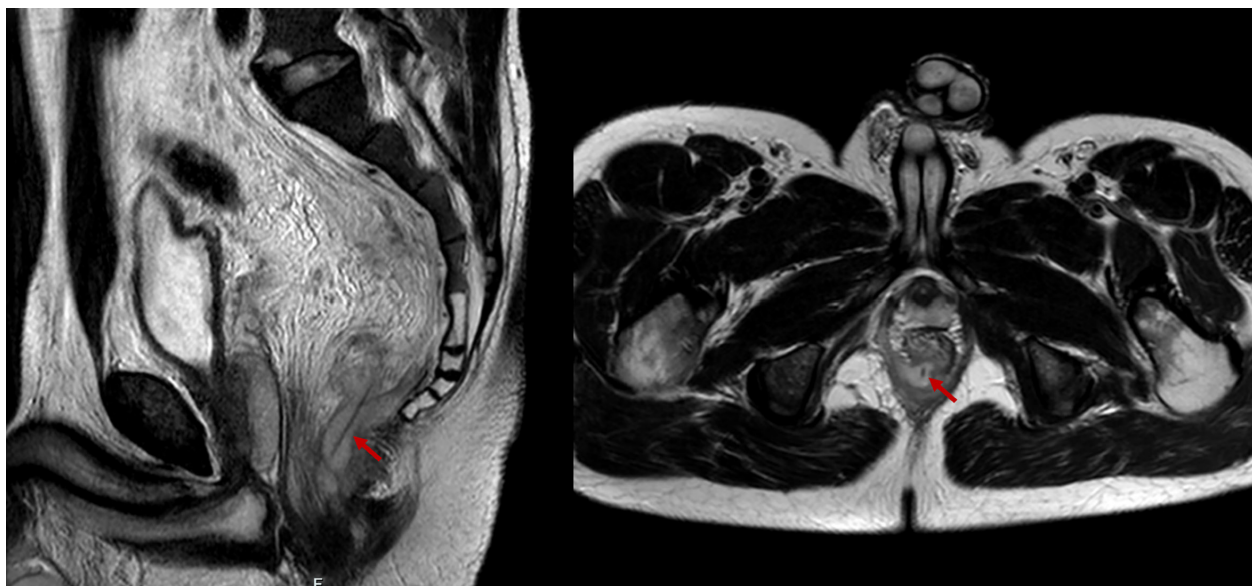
Palillo de dientes (PD) evidenciado en resonancia magnética de pelvis con contraste. A. Imagen sagital ponderada en T2. B. Imagen axial ponderada en T2. Se identificó una imagen lineal hipointensa que condiciona la perforación del esfínter anal interno en el eje de las 7 horas y se extiende a la grasa isquiorrectal derecha. Imágenes propiedad de los autores.
